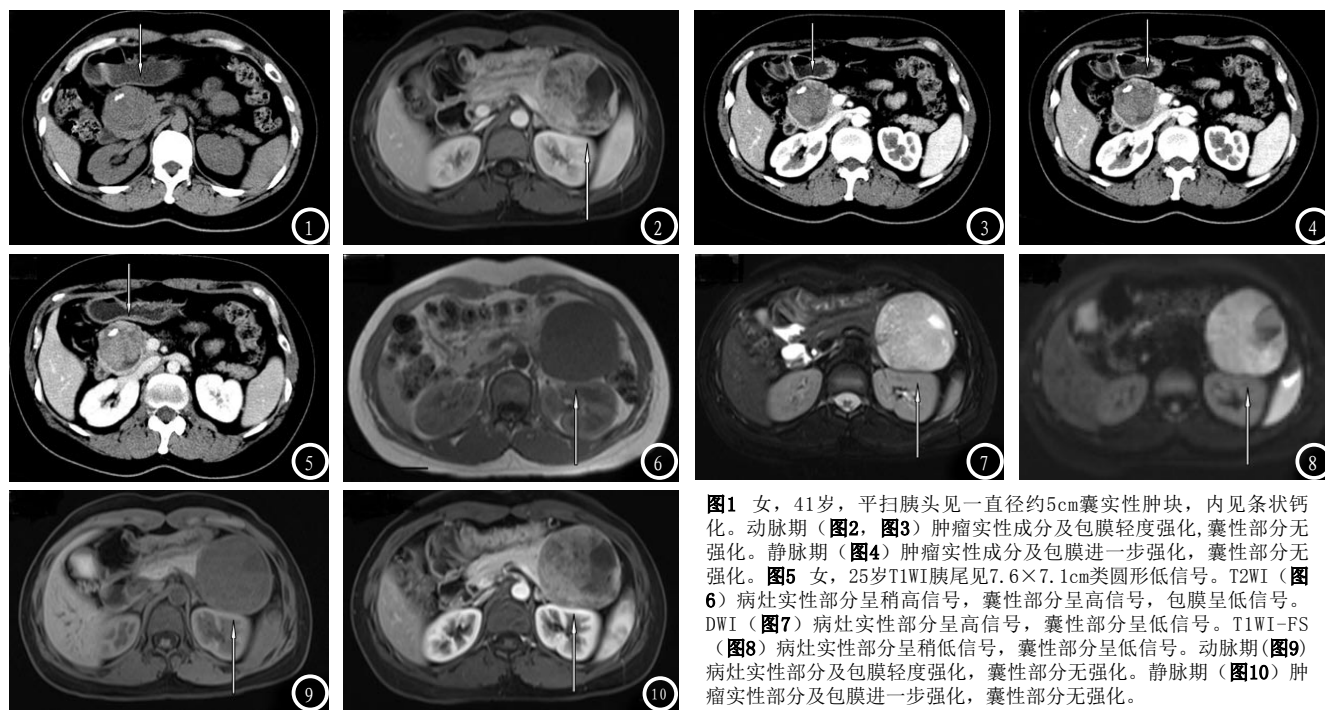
女, 41岁, 平扫胰头见一直径约5cm囊实性肿块, 内见条状钙化。动脉期(图2、图3)肿瘤实性成分及包膜轻度强化, 囊性部分无强化。静脉期(图4)肿瘤实性成分及包膜进一步强化, 囊性部分无强化。图5 女, 25岁T1WI胰尾见7.6×7.1cm类圆形低信号。T2WI(图6)病灶实性部分呈稍高信号, 囊性部分呈高信号, 包膜呈低信号。DWI(图7)病灶实性部分呈高信号, 囊性部分呈低信号。T1WI-FS(图8)病灶实性部分呈稍低信号, 囊性部分呈低信号。动脉期(图9)病灶实性部分及包膜轻度强化, 囊性部分无强化。静脉期(图10)肿瘤实性部分及包膜进一步强化, 囊性部分无强化。
